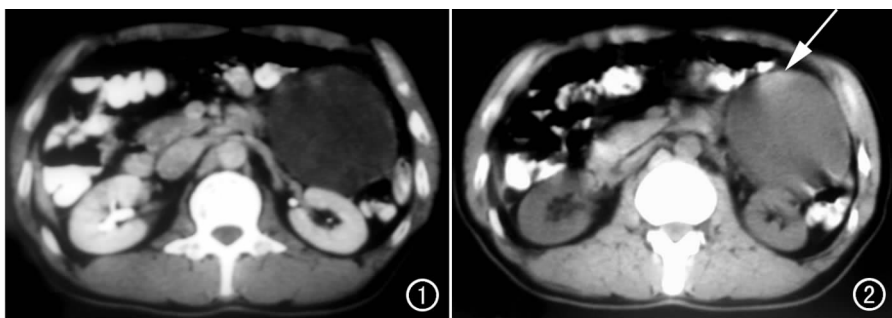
CT 平扫左中上腹类圆形肿块, 周围肠管及胰体尾部受压推移。
